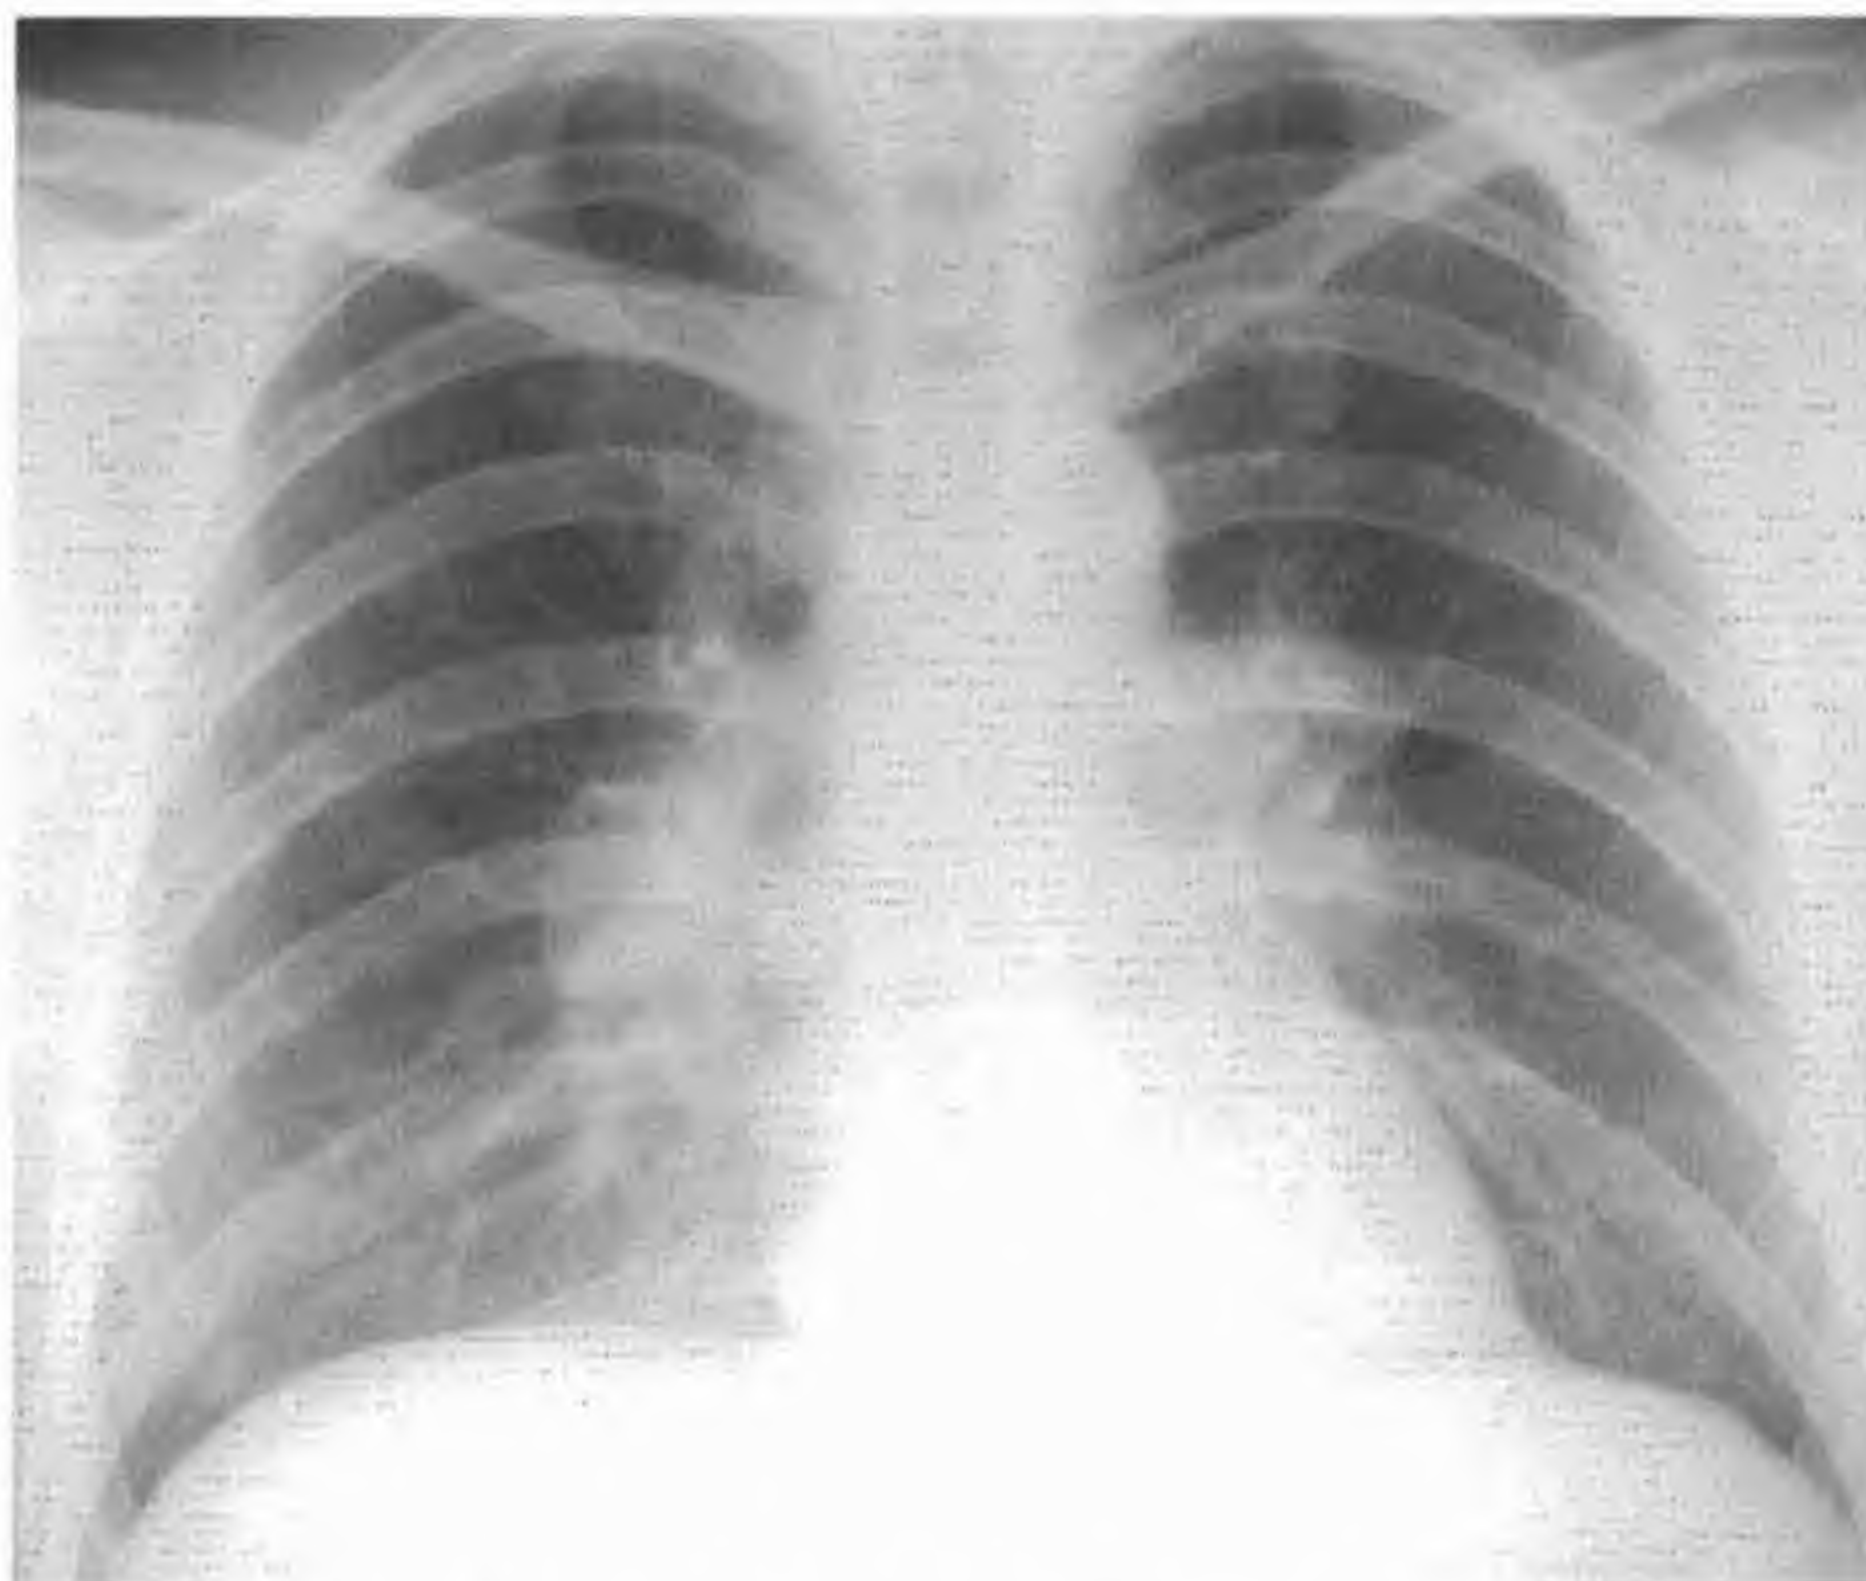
Adénopathies médiastinales (radiographie standard).
